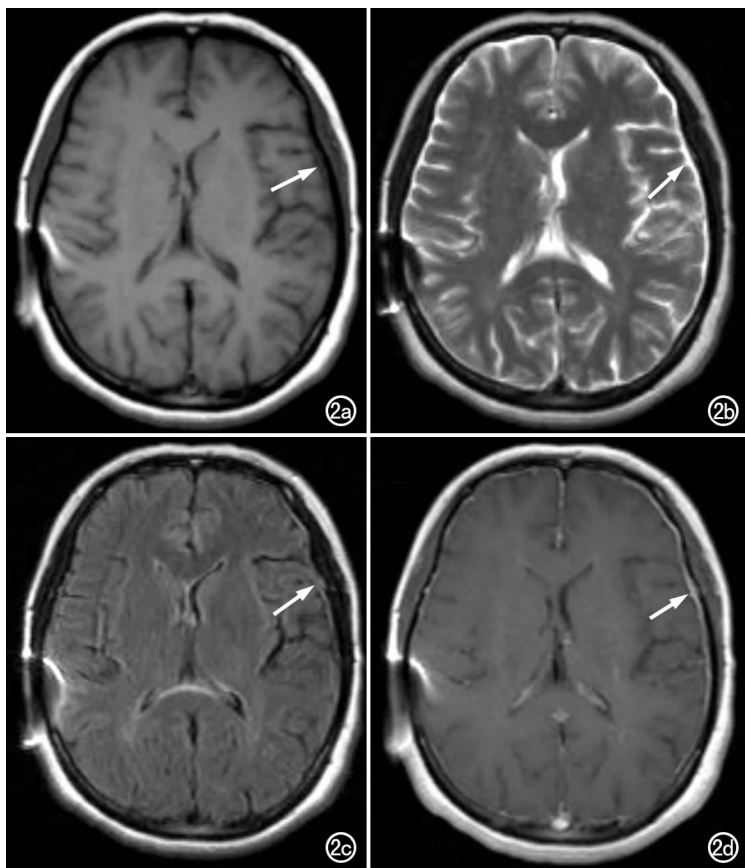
脑积水引流术后继发性 IHS。a) 轴面 T_1 WI, 示硬脑膜增厚呈稍低信号(箭); b) 轴面 T_2 WI, 示增厚的硬脑膜呈高信号(箭); c) 轴面 FLAIR, 示增厚的硬脑膜呈高信号(箭); d) 轴面 T_1 WI 增强扫描, 示两侧大脑半球凸面硬脑膜及大脑镰弥漫线样明显强化(箭)。
